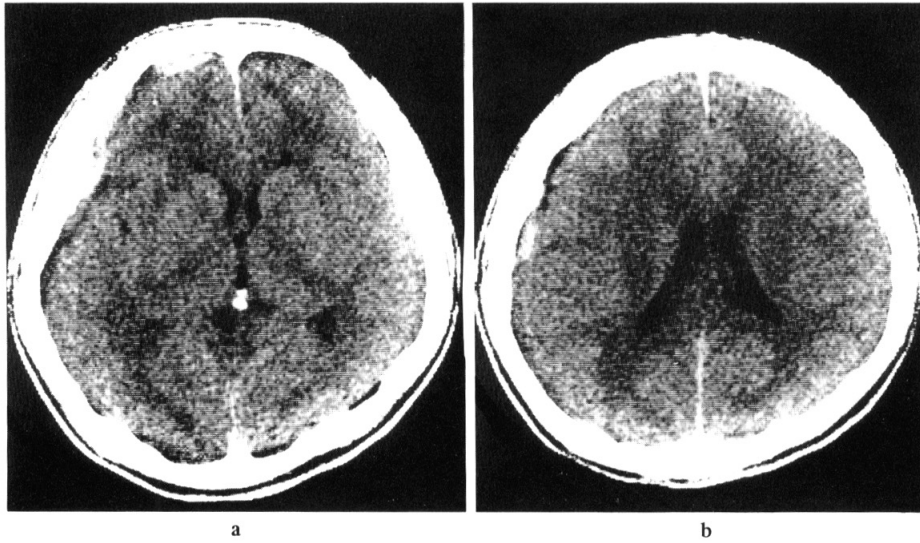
Plain CT on the 1st day showing the localized, discontinuous, high-density bands in the left fronto-temporoparietal subdural space, consistent with traumatic acute subdural hematoma.
